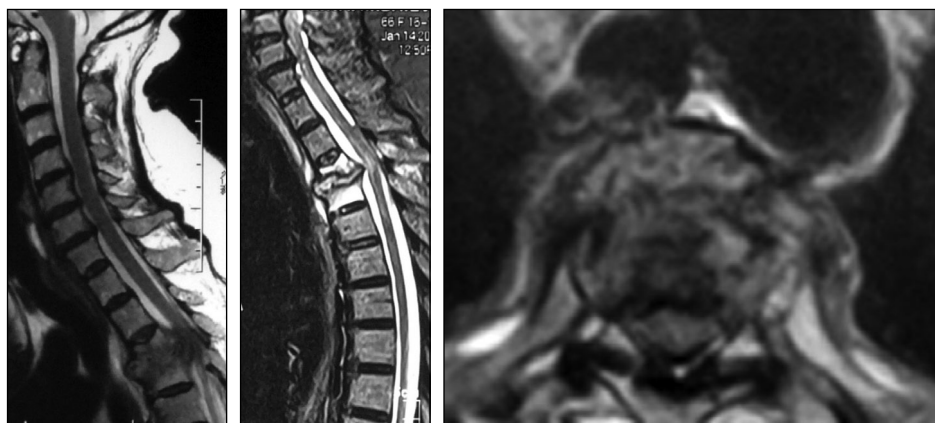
Результаты выполненных магнитно-резонансных томографий грудного отдела позвоночника.
